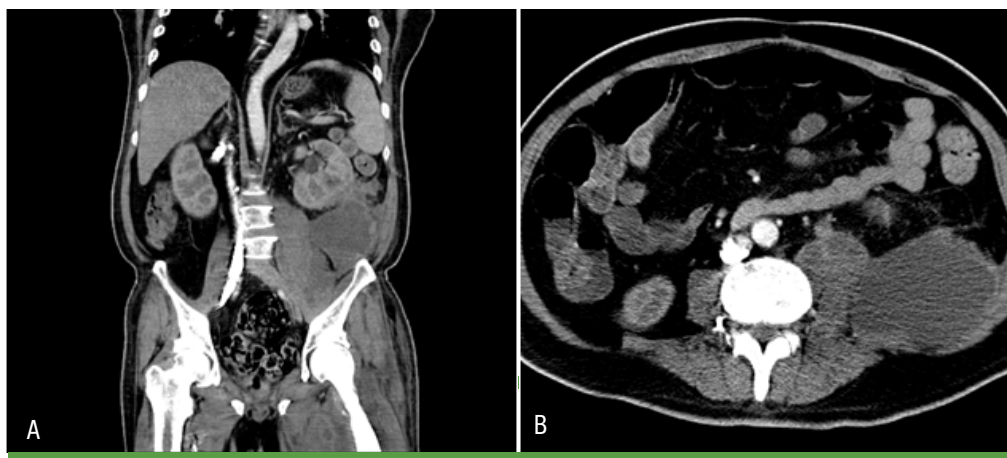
Contrast-enhanced CT scan shows a huge left iliopsoas intramuscular abscess (30 cm) and left perinephric abscess (10.4 cm) (A, B).
